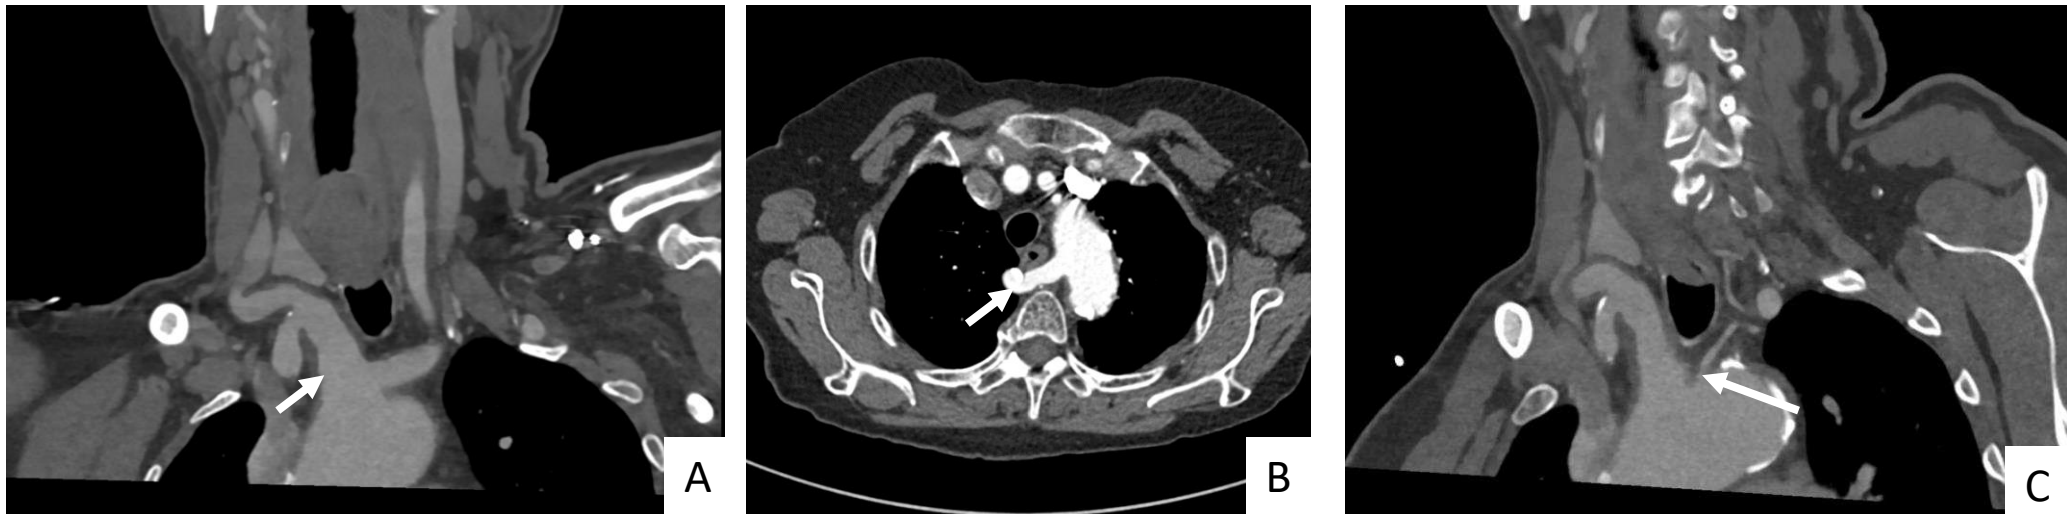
Variantes anatómicas del cayado aórtico en TC.
